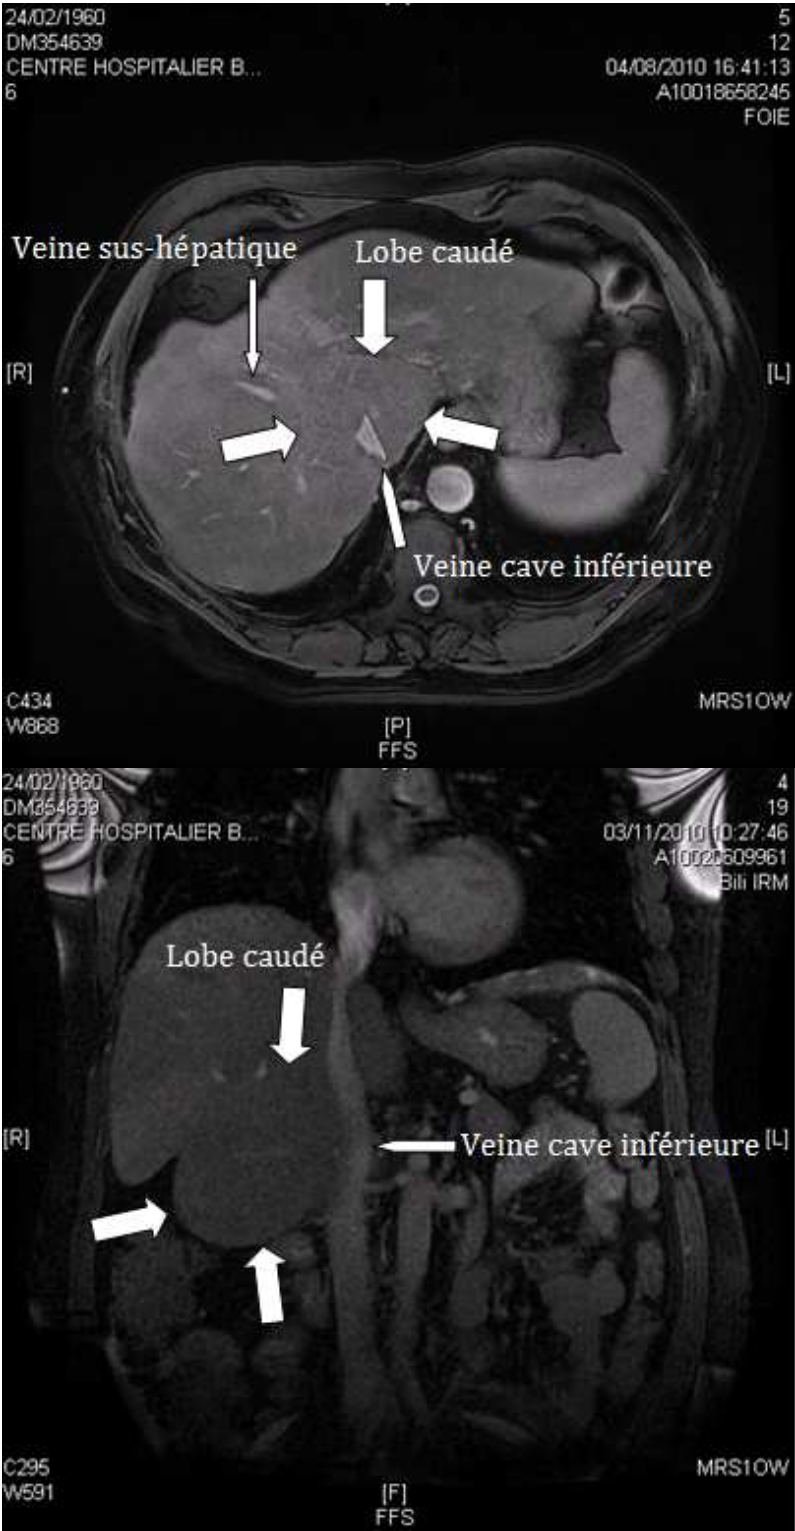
IRM séquence T2 Fiesta, coupe axiale et frontale passant par le lobe caudé, les veines sus-hépatiques et la veine cave inférieure.
